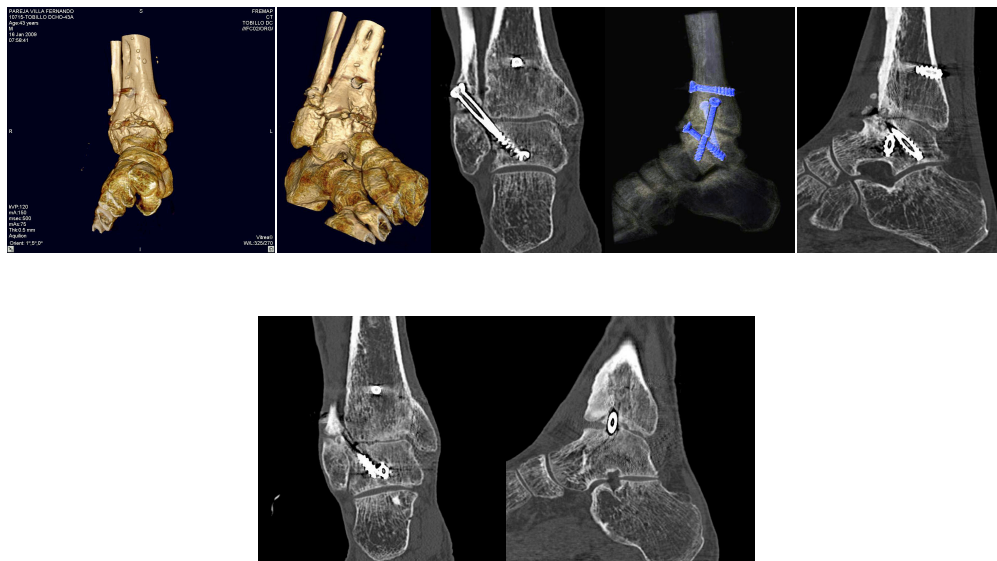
TAC tobillo derecho artrodesado, con buena formación de puente óseo y remodelación ósea en epifisis tibial distal. Articulación subastragalina con puente óseo completo posterior. La punta del tornillo en calcáneo, donde se observa pequeña esquirla. Artrosis tibioperoneal.
